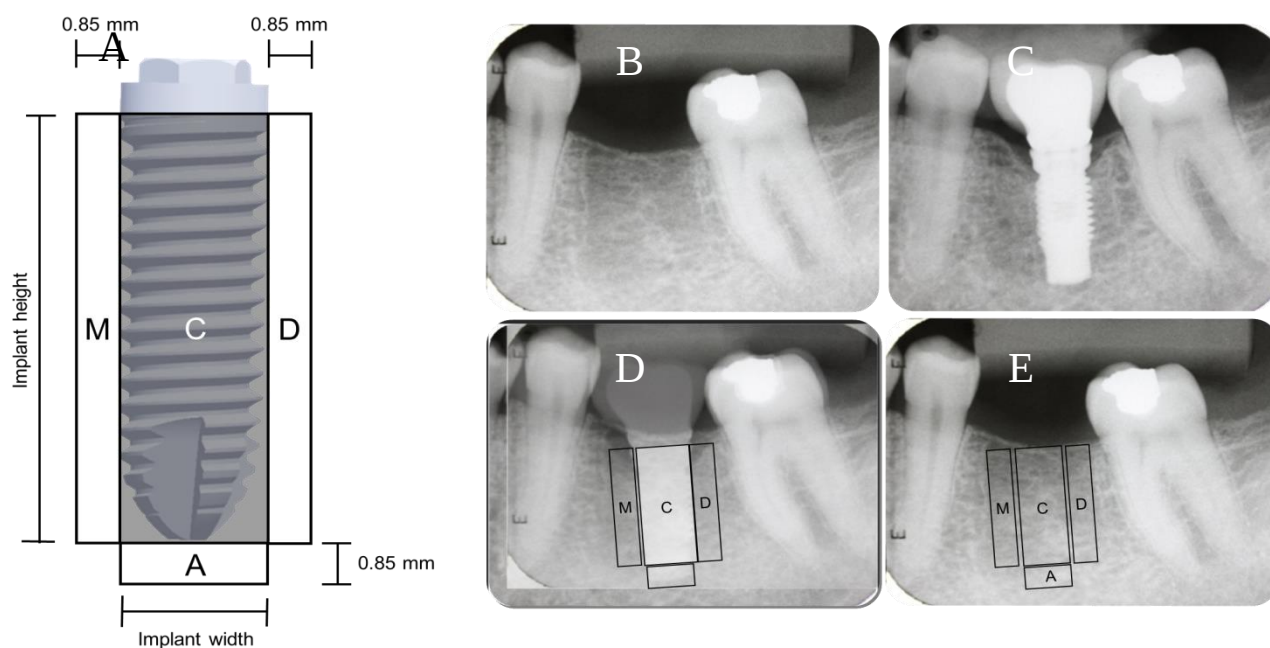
A: Representação esquemática das dimensões das ROIs selecionadas nos sítios edêntulos da maxila e mandíbula. B: Radiografia periapical pré-implante. C: Radiografia periapical após instalação do implante. D: Sobreposição das radiografias periapicais pré e pós-implante, com a delimitação das ROIs, utilizando a imagem do implante instalado como referencia. ROIs central ("c"), peri-implantares mesial ("m"), distal ("d") e apical ("a"). E: Radiografia periapical pré-implante com delimitação das ROIs.
